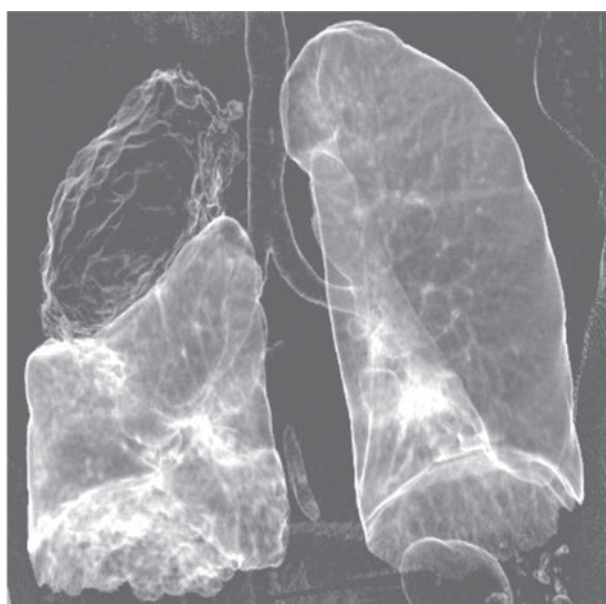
КТ грудной полости, 3D-реконструкция легких. Справа визуализируется олеоторакс, вызывающий уменьшение объема легкого.
